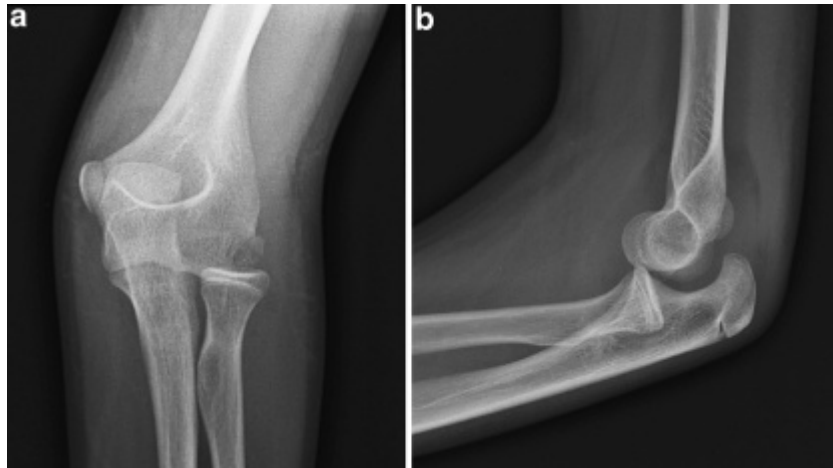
Radiographie de face (a) et de profil (b) montrant la fracture de l'épicondyle latéral chez un garçon de 16 ans. [37]
